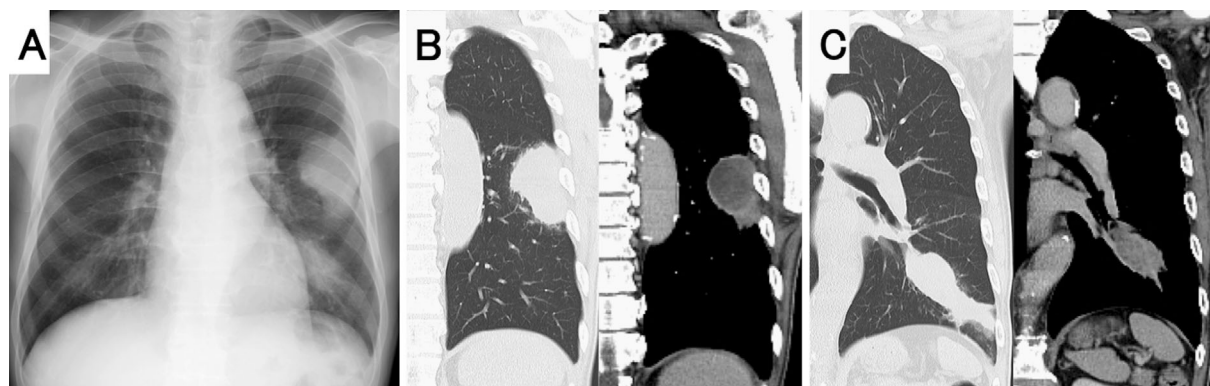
A chest X-ray showed two masses in the left lung field (A). Computed tomography demonstrated an irregularly shaped mass of 62 mm in S⁶ (B), and a 65-mm mass occluding B⁹ (C). The insides of both tumors had a poor contrast effect.
